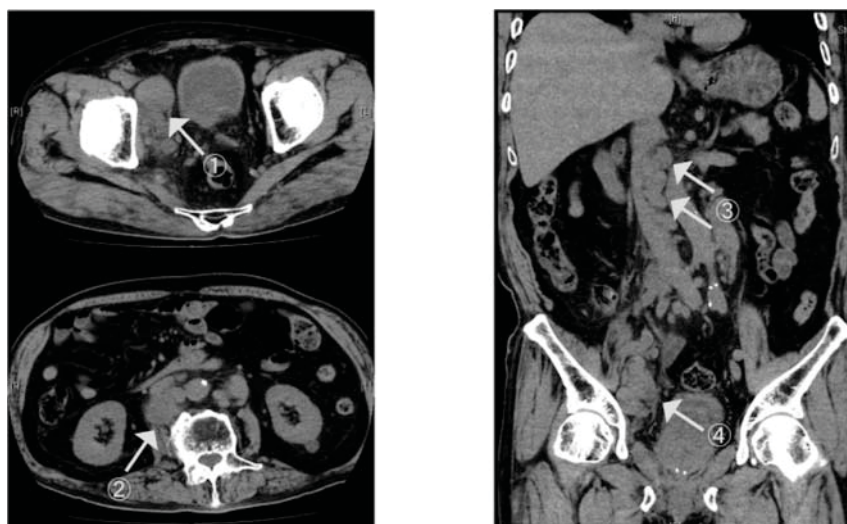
CT images showing paraaortic and iliac lymph node enlargement (1, 4 : iliac lymph nodes, 2, 3 : paraaortic lymph nodes).
